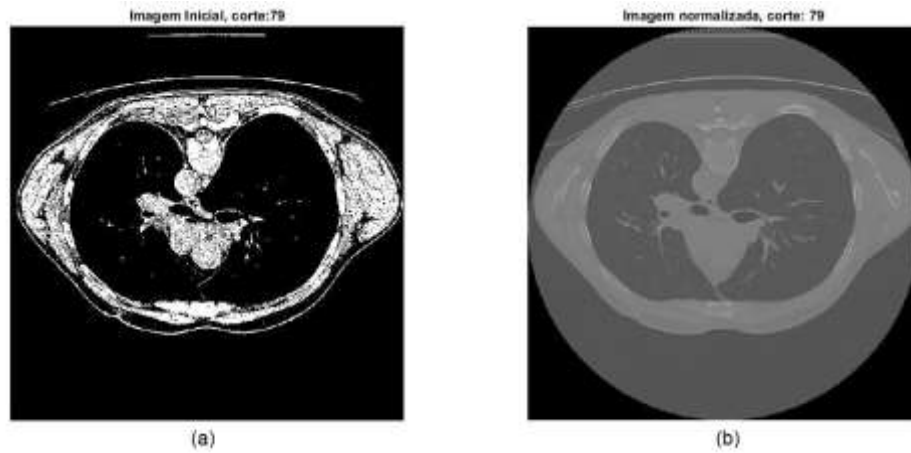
Exemplo da visualização da normalização de uma imagem de um conjunto de dados de TC. (a) Imagem do corte 79 de um conjunto de dados de TC; (b) Imagem do corte 79 de um conjunto de dados de TC normalizada.
